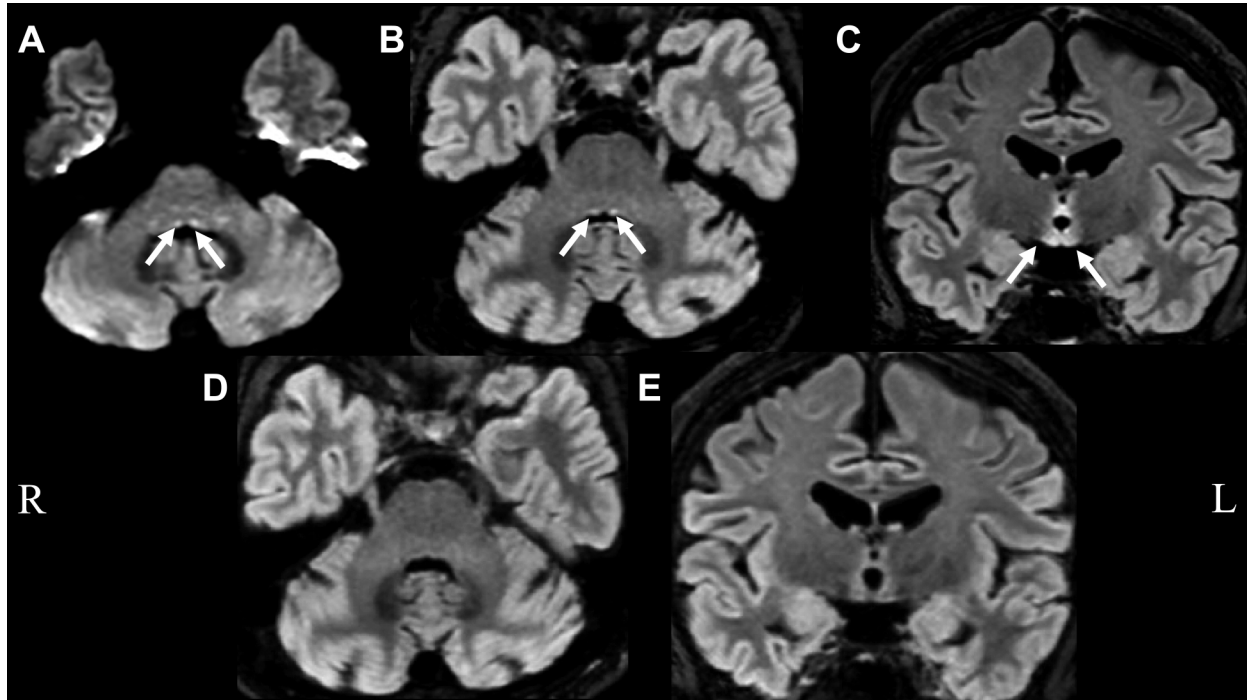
Diffusion-weighted image (DWI) and FLAIR images on brain MRI.
